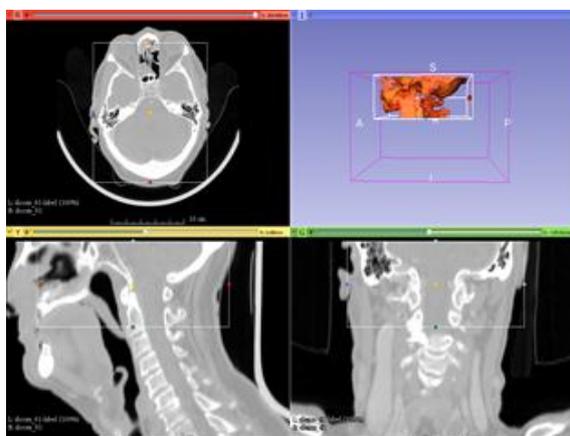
Captura de pantalla de modelo de base de craneo con imágenes originales de TAC
